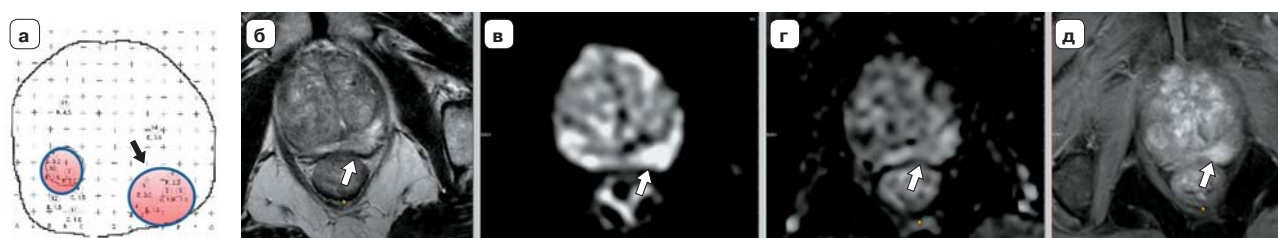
Очаг в TZ правой доли предстательной железы, вызвавший подозрение на возможность злокачественности (стрелки). а – постбиопсийный отчет (красным цветом отмечено местоположение подозрительных участков по данным МРТ, из которых целенаправленно получали дополнительные биоптаты); б – Т2ВИ; в – ДВИ с высоким b-фактором; г – карта ИКД; д – ДКУ. Узел полностью инкапсулирован на Т2ВИ и при ДКУ.
